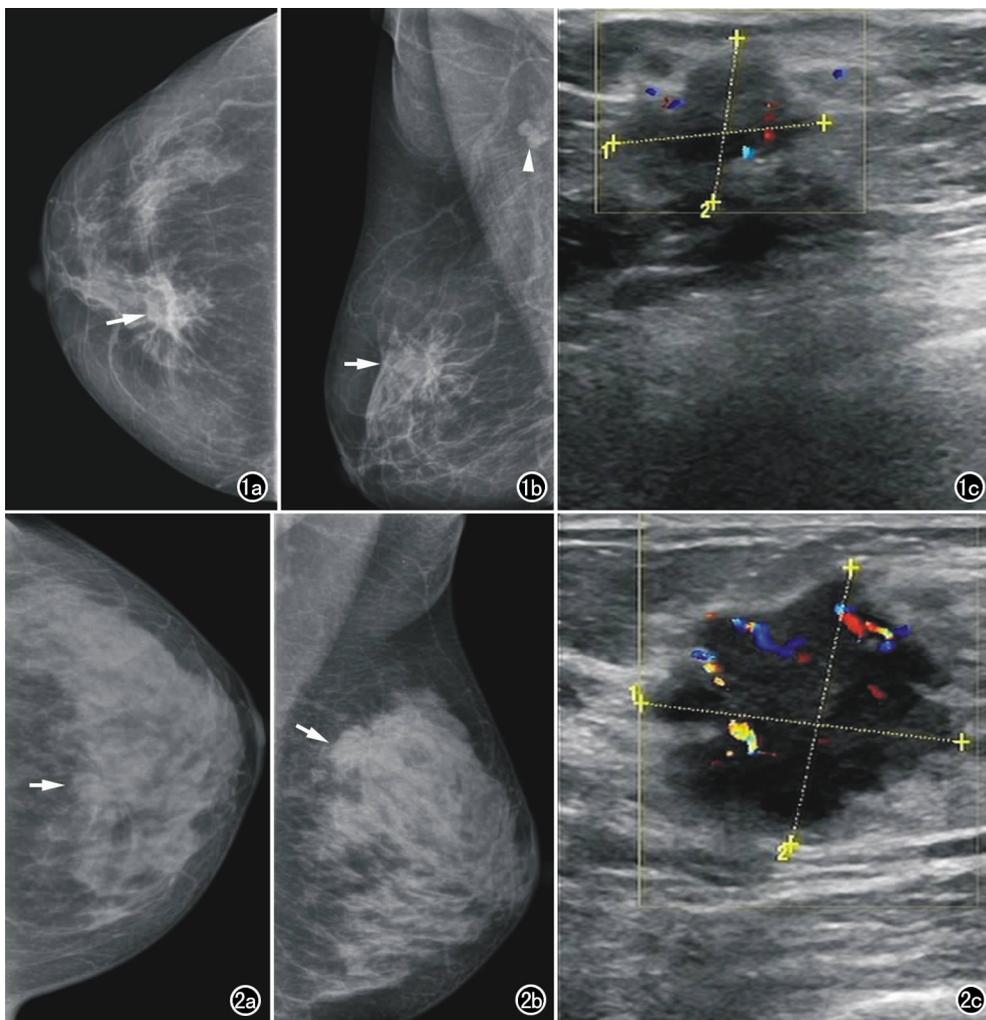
乳腺癌(右乳萎缩型)。a)头尾位X线摄影示右乳内象限肿块影(箭),边缘毛糙,其内可见少许点状钙化;b)内外斜位X线摄影示右乳局部皮肤收缩,右乳上部肿块影(箭),边缘毛糙,其内可见少许点状钙化,右腋下结节影(箭头);c)超声示右乳内上象限可见边界不清晰、形态不规则的低回声光团,大小约2.08 cm×1.63 cm,内部回声不均匀,CDFI可见血流信号。
